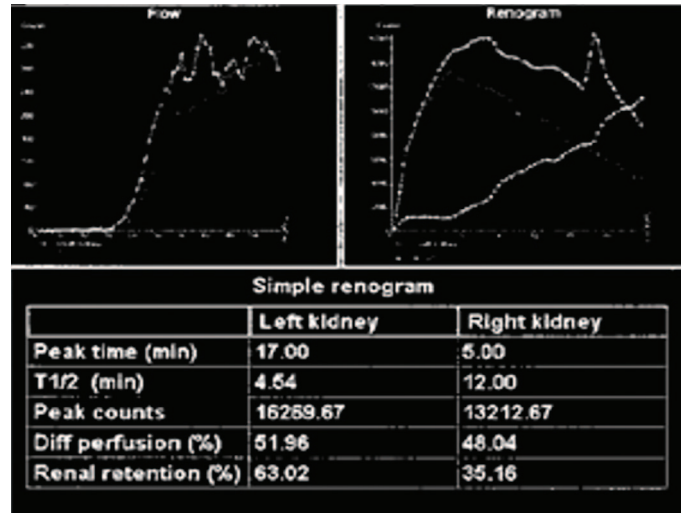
Динамическая нефросцинтиграфия после оперативного лечения
